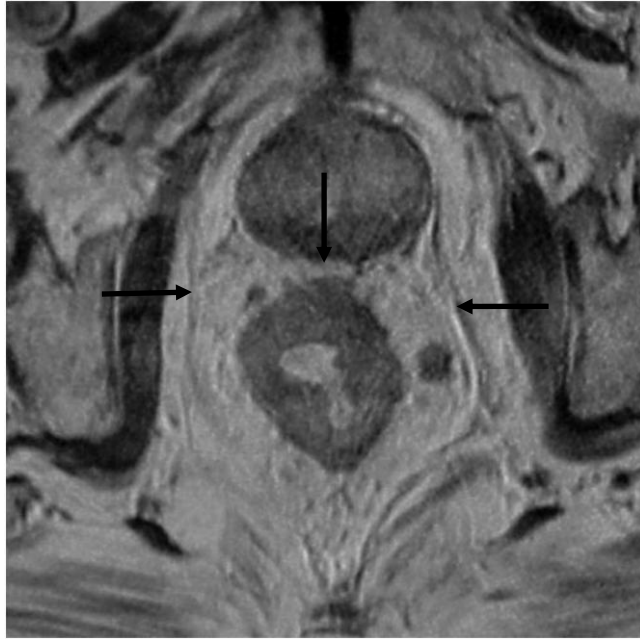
Espacio mesorrectal visto en RMN
